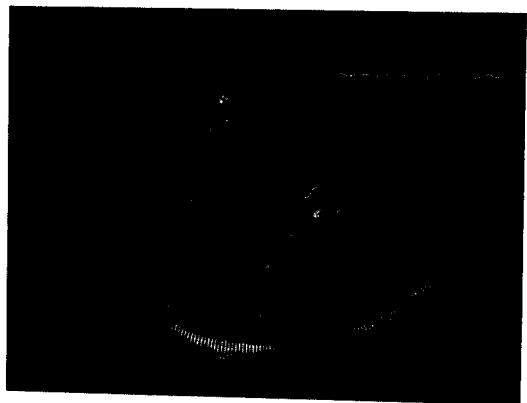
手術前 Echocardiogram, 2-dimensional sector scan 4 chamber view (症例 2)
